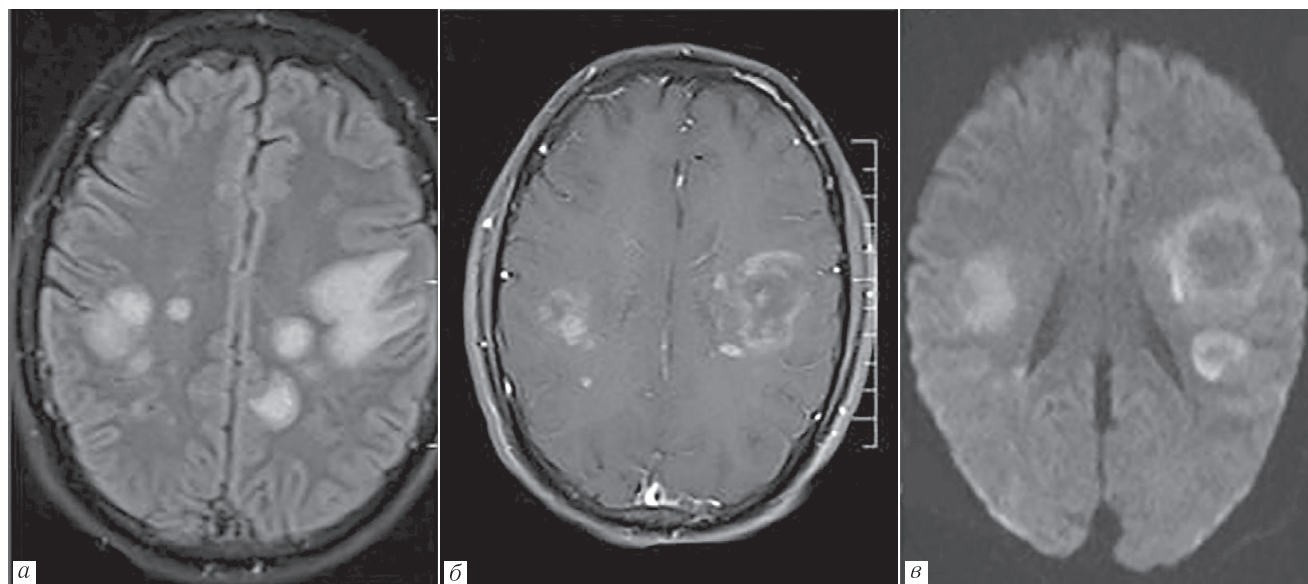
Острая некротизирующая геморрагическая энцефалопатия у 32-летнего мужчины с нарушением речи, дезориентацией и эпилептическими припадками. МРТ показывает преимущественно субкортикальную гиперинтенсивность FLAIR (а), с периферическим усилением на постконтрастном T1-ВИ (б) и кольцевидное ограничение диффузии (в) [6]
